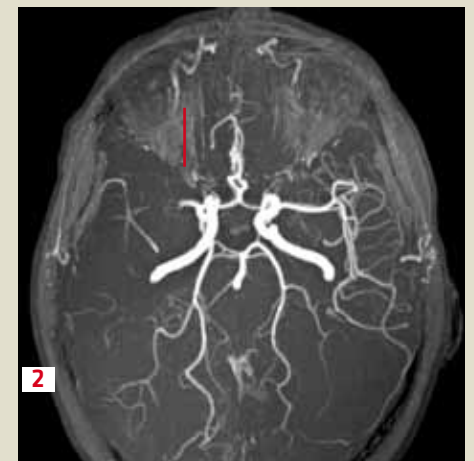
Séquence d'angio-RM Time-Of-Flight: l'occlusion artérielle se situe au niveau du segment M1 de l'artère cérébrale moyenne droite
